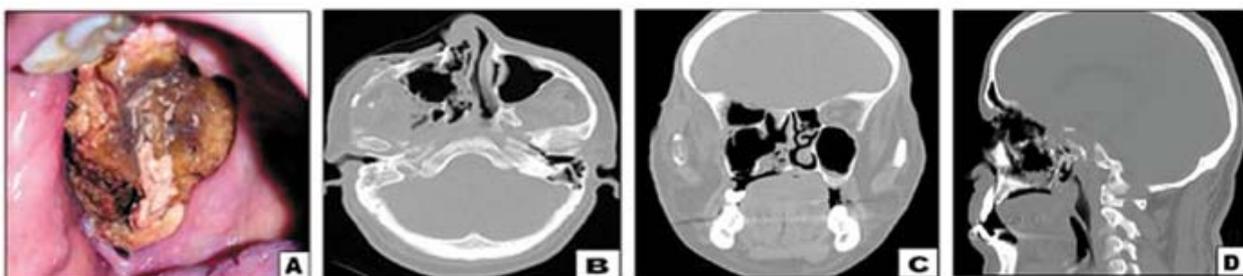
(А) Некротизированное твердое небо, верхняя челюсть справа. (Б–Д) Аксиальная, коронарная и сагиттальная срезы многосрезовой компьютерной томографии, доказывающие разрушение кости в твердого неба, верхней челюсти справа, а также визуализируется деструкция стенок правой гайморовой пазухи (состояние после гайморотомии), нижней стенки правой орбиты.
